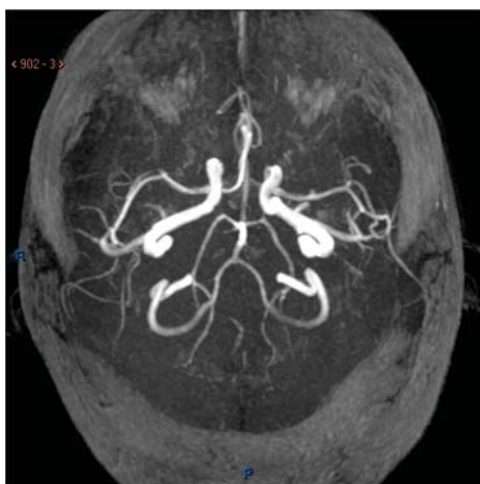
Angiorresonancia plano axial fase arterial, se evidencia polígono de Willis sin alteraciones.
